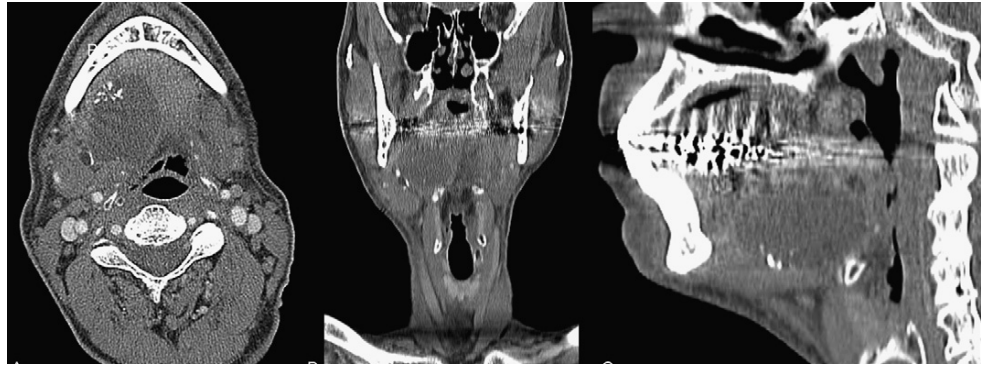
TC con contraste de imagen en axial, coronal, sagital, de los tejidos blandos, mostrado un aumento de volumen de 4,4 cm x 3,0 cm x 3,5 cm¹³
